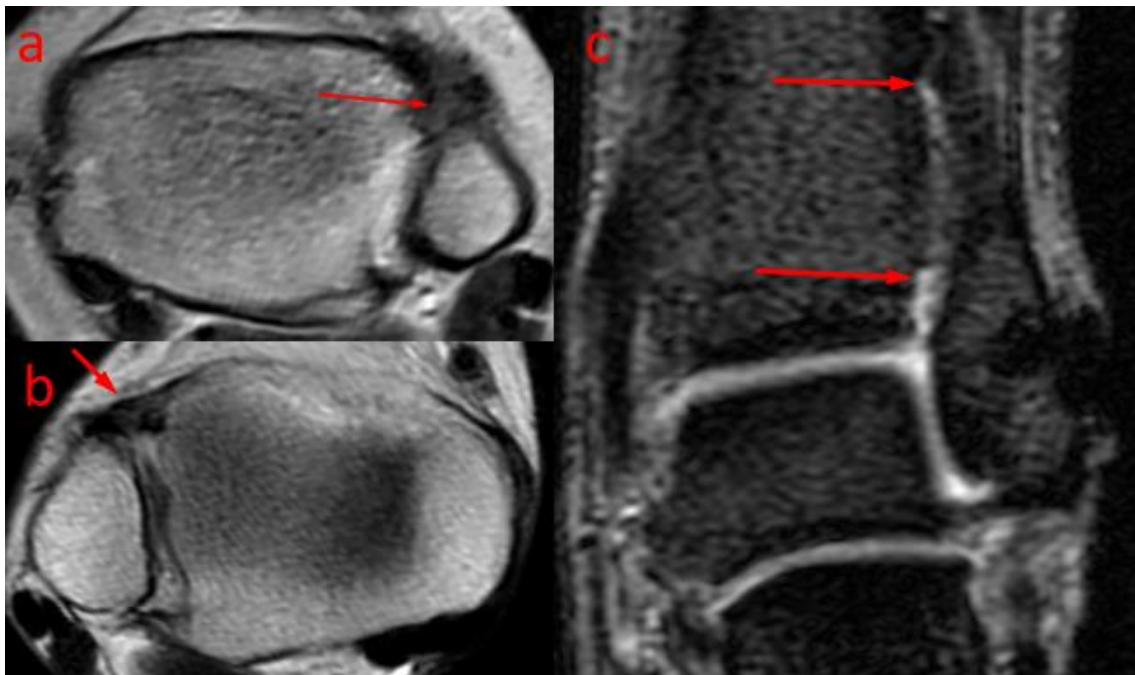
Imágenes de resonancia magnética nuclear. a. Desestructuración de ligamento tibioperoneo anteroinferior. b. Engrosamiento de ligamento tibioperoneo anteroinferior. c. Signo Lambda.
